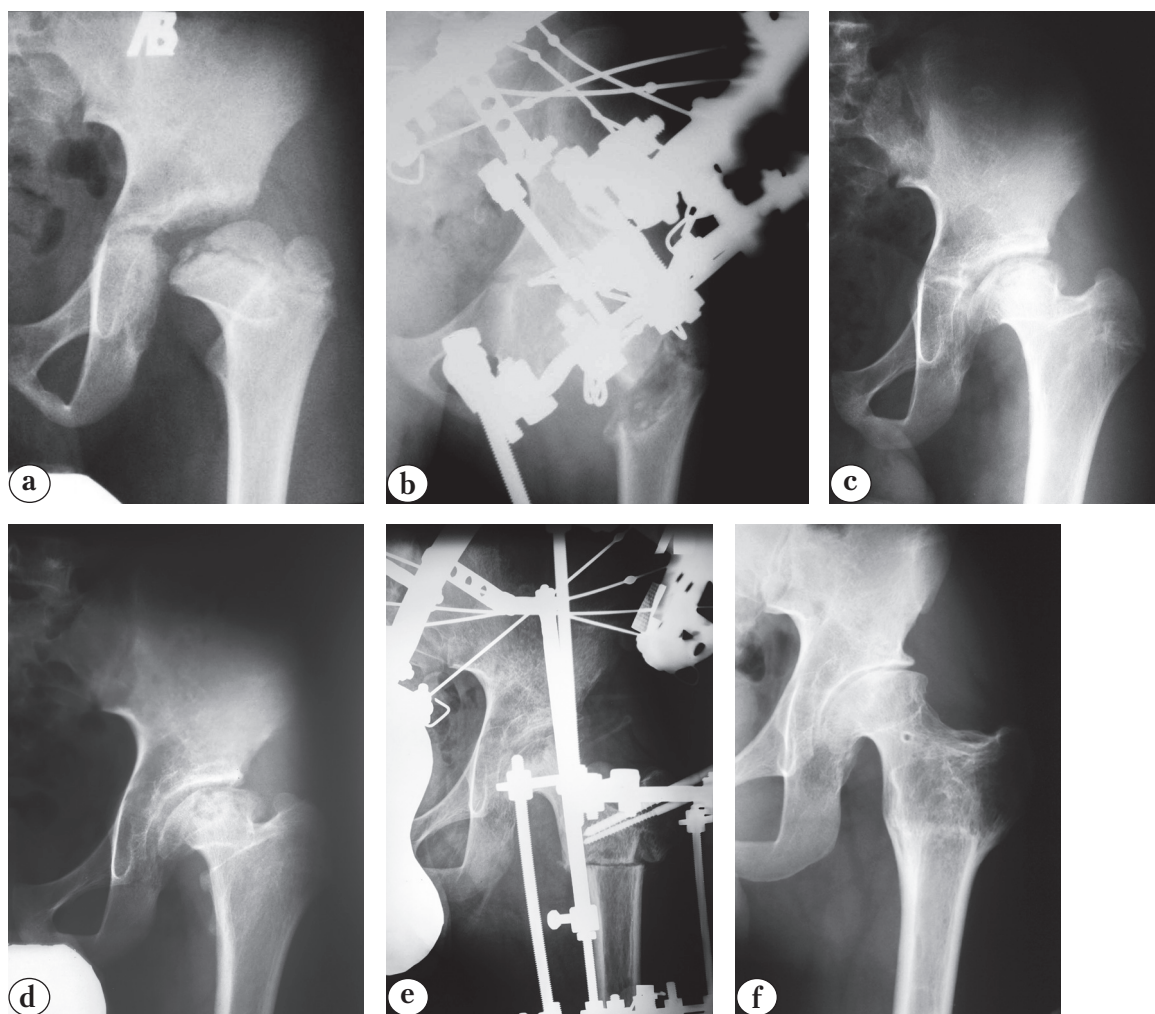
X-rays of hip joint, patient 9 y.o. with consequences of septic coxitis (type IIb):
